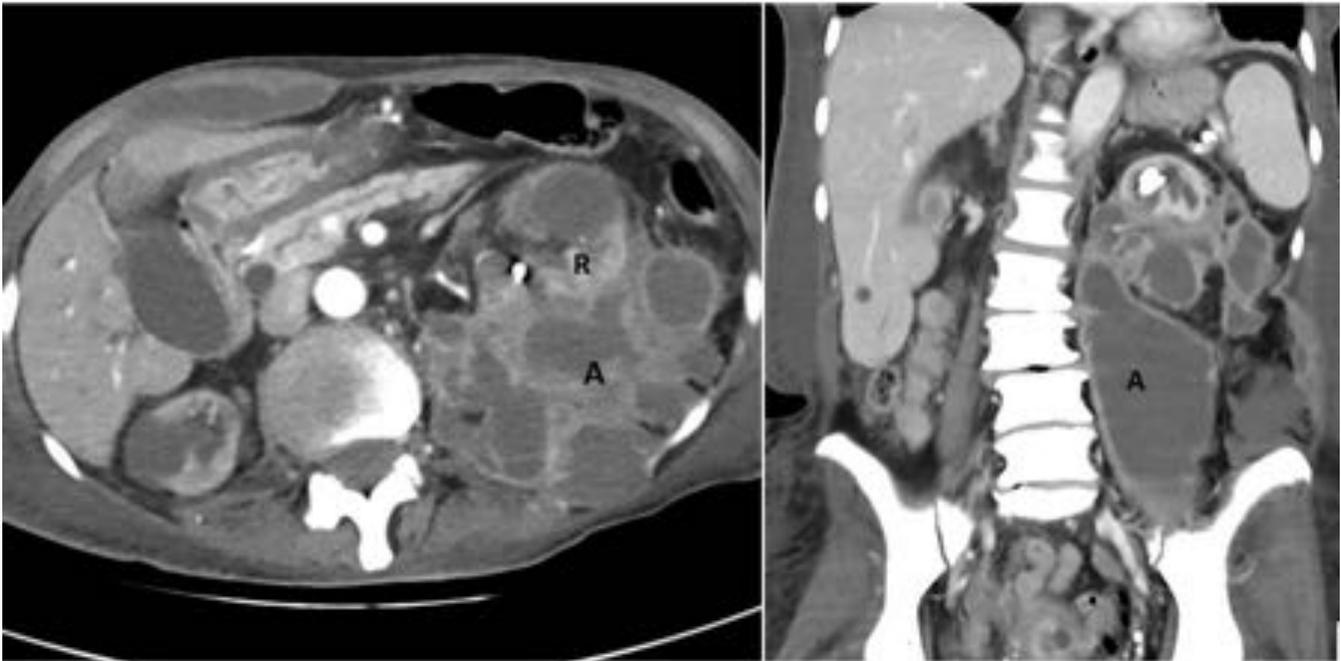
Al cabo de cinco meses el paciente de la Fig. 19 acude a urgencias por presentar dolor abdominal y fiebre. En la exploración y analítica destaca defensa abdominal y leucocitosis. En la TC se detecta un conglomerado de colecciones perirrenales y otra de mayor tamaño en el espacio infrarrenal, que corresponden a abscesos (A) en el contexto clínico. El riñón izquierdo (R) está desplazado anteriormente. Se coloca un drenaje en la colección más grande.
